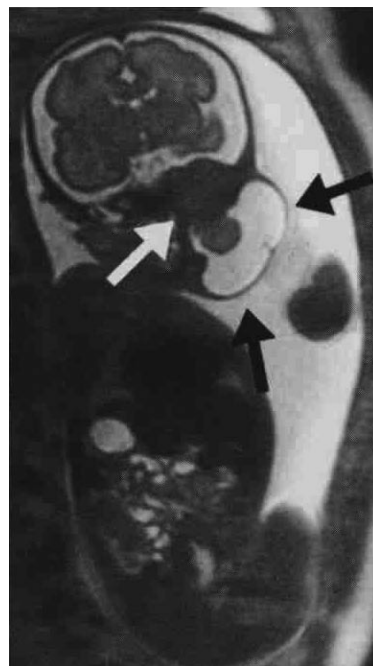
Resonancia magnética mostrando un teratoma cervical fetal. El componente sólido está marcado por flecha blanca
